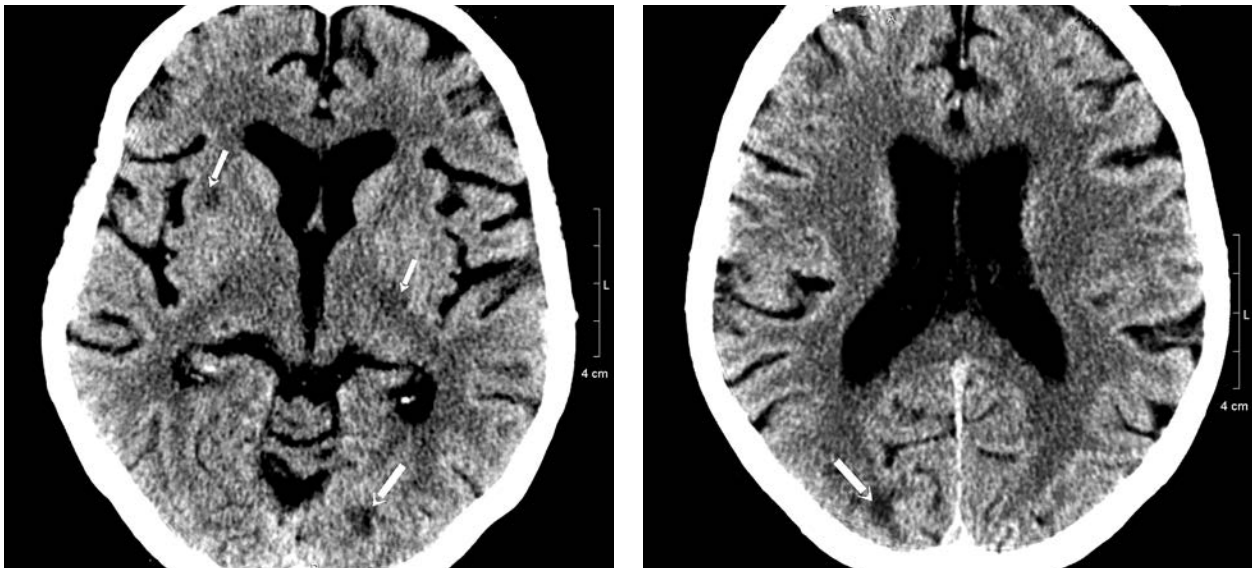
Cerebral CT scan with bilateral subcortical hypodense lesions (arrows)
